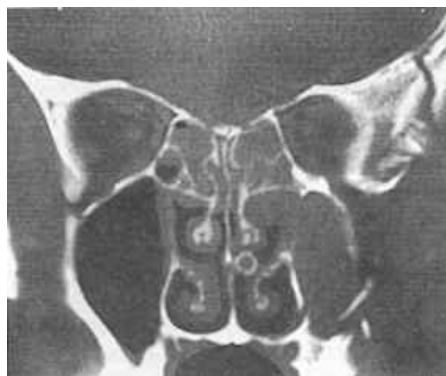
TC coronal con ventana ósea que muestra una fractura del ala mayor del esfenoides, de la escama temporal y de las paredes del seno maxilar.
